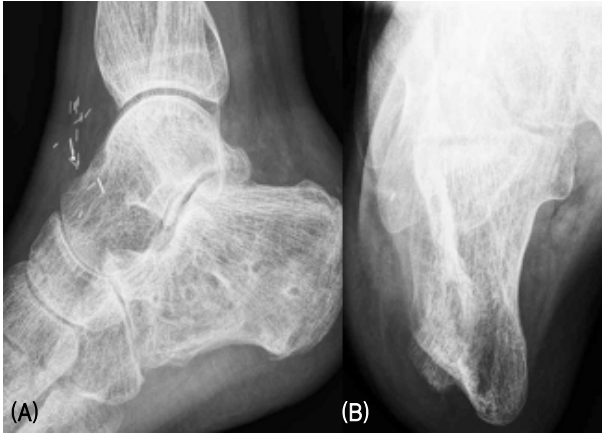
(A) Lateral and (B) axial radiograph which are taken 15 months later the injury, show a good alignment and bone healing after hardware removal. The width of calcaneus is preserved more than 80%.
